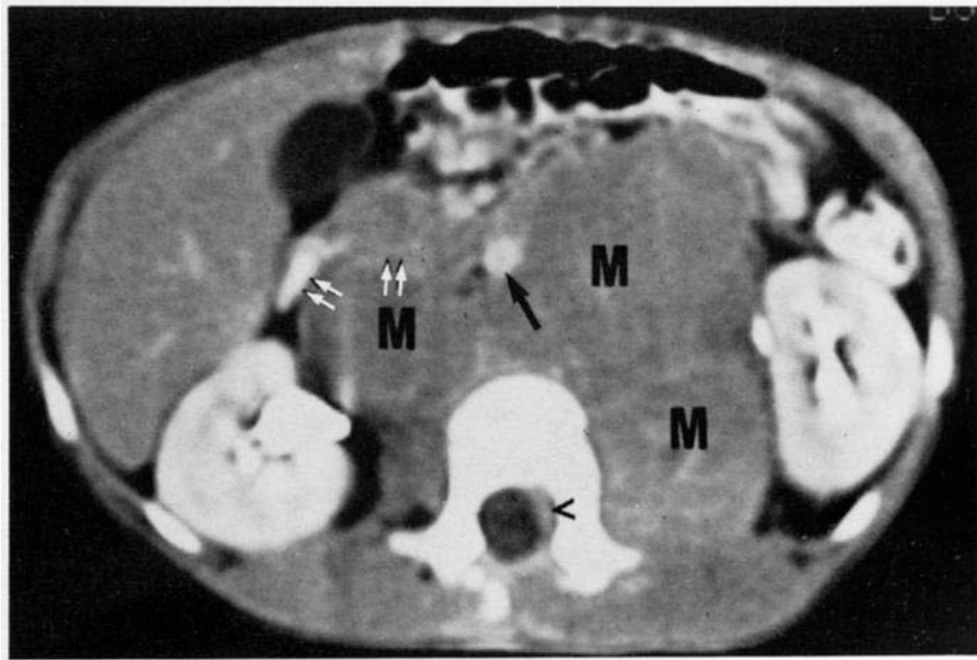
Garçon de 9 ans. Neuroblastome lombaire révélé par une paraplégie, TDM après injection intraveineuse de produit de contraste : masses pré- et latérorachidiennes (M), englobant l'aorte qui est déplacée vers l'avant (flèche), refoulant la veine cave inférieure et le bloc duodéno-pancréatique (doubles flèches). Tumeur résiduelle intrarachidienne extradurale (tête de flèche) [24].
